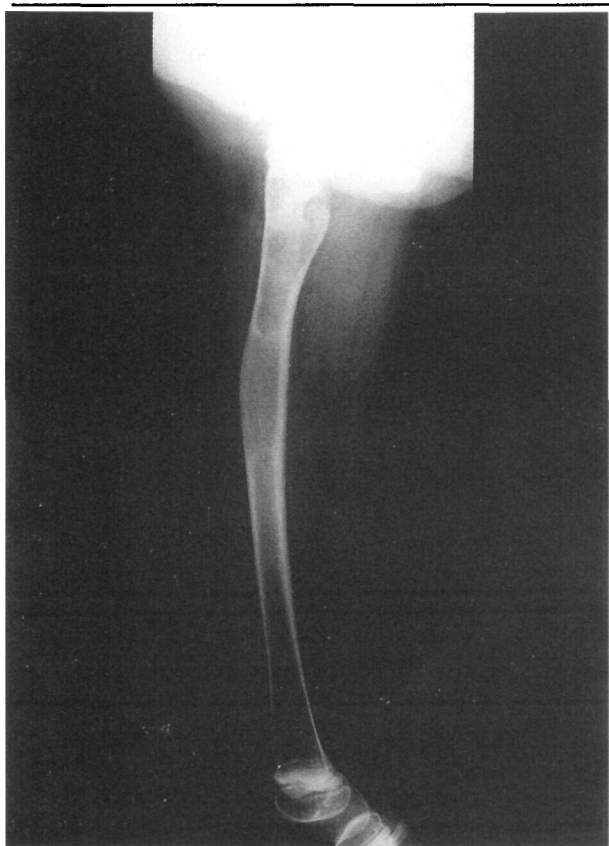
Radiografia simples de fêmur da paciente MSL antes do pamidronato.
